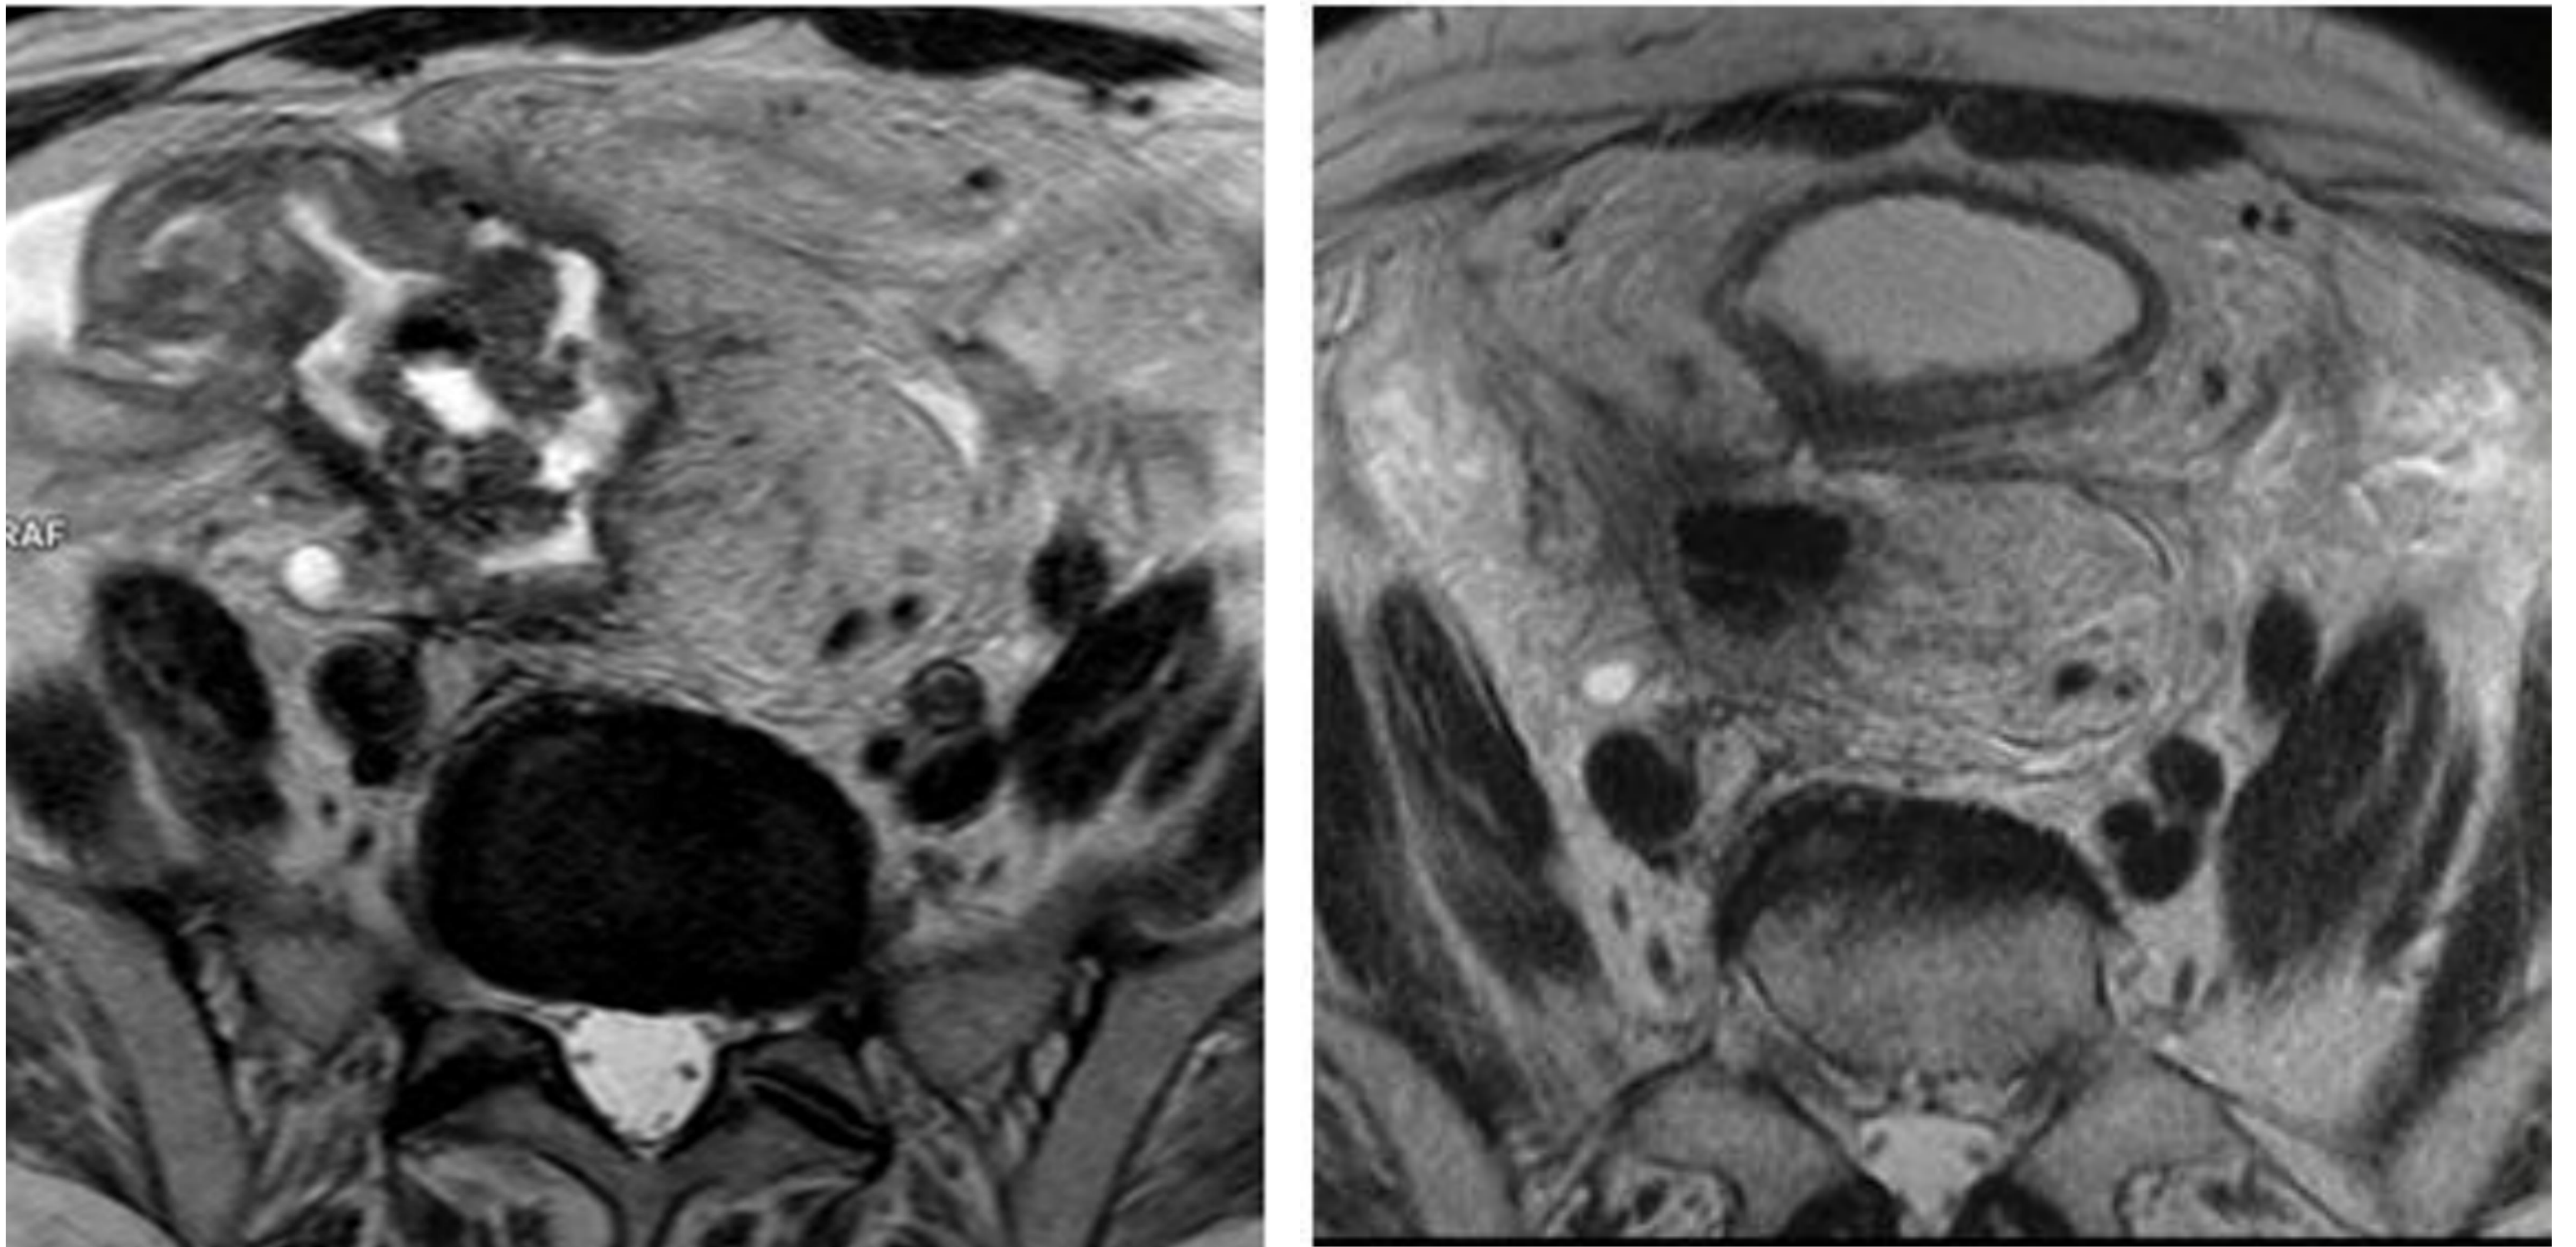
T2 axial en RM inicial a la izquierda (tumor de recto superior que se extiende cranealmente hacia sigma invadiendo el apéndice cecal T4bN2a), T2 axial en RM final a la derecha (ypT0N0).
